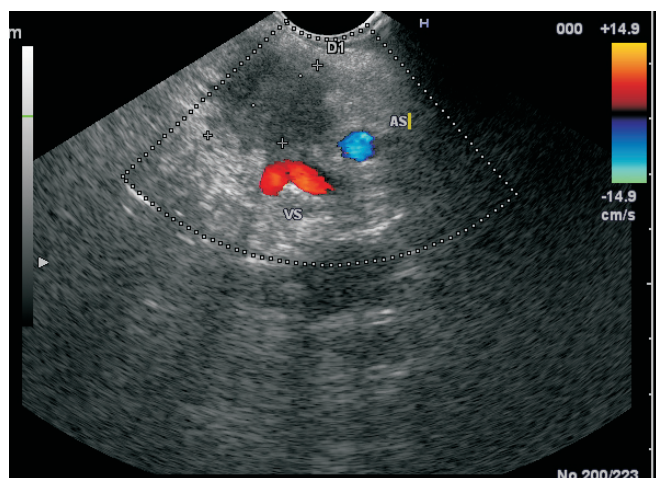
Ecoendoscopie – formațiune tumorală hipocogenă, neomogenă de 24 mm, fără semnal Doppler, localizată la nivelul capului de pancreas în vecinătatea arterei și venei splenice, pe care nu pare să le invadeze.
